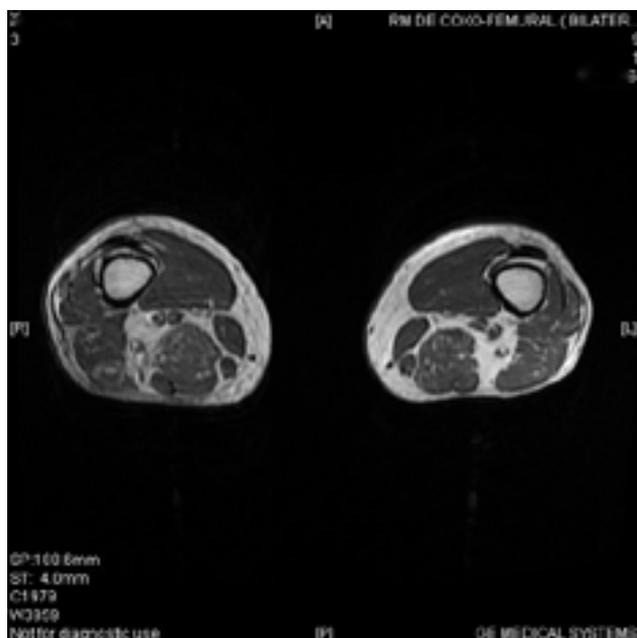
Ressonância magnética da coxa bilateral (corte axial) com imagem de atrofia significativa do músculo reto femoral e músculo bíceps femoral em grande extensão na região proximal e média da coxa, caracterizada por redução volumétrica importante e lipossustituição, caracterizando lesão crônica.
